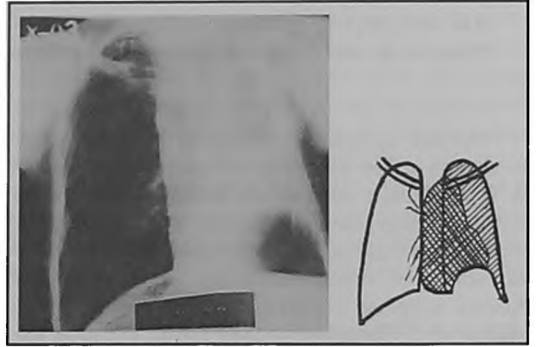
Рентгенограмма больного через 12 часов. Желудок остаётся растянутым, переполненной жидкостью, содержащей остаток контрастной массы
